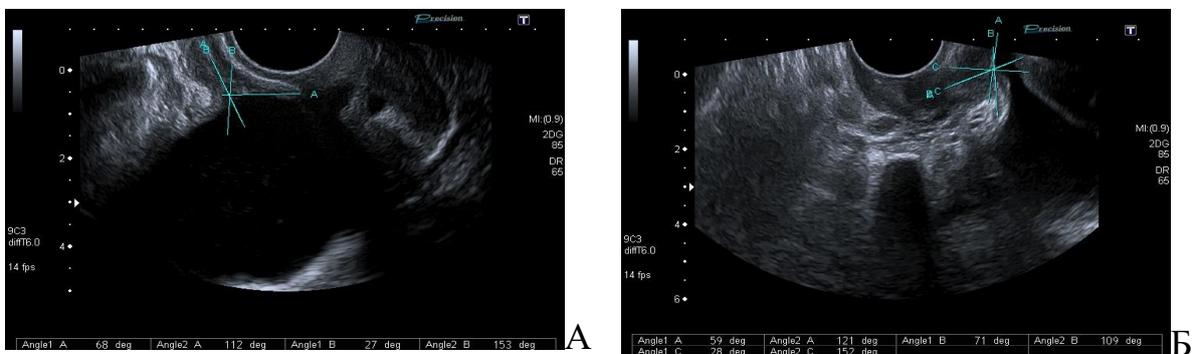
2D-УЗИ, В-режим. А – уретро-везикальный угол ( $\beta$ -угол  $78^\circ$ ) у пациентки со 2-й степенью ПТО (отрицательная проба Вальсальвы); Б - уменьшение уретро-везикального угла ( $\beta$ -угол  $49^\circ$ ) у пациентки со 2-й степенью ПТО при натуживании
